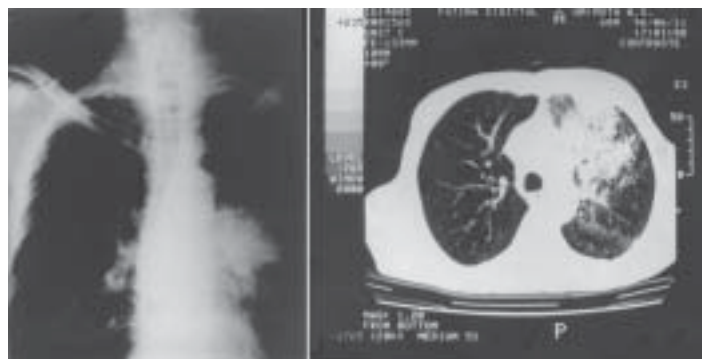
À esquerda, a radiografia de tórax mostra massa hilar esquerda em mulher fumante. A sugestão de carcinoma brônquico era muito forte. Entretanto, a TC (à direita) foi definitiva em apontar a natureza de preenchimento alveolar da lesão. Tratada com amoxicilina e amicacina, a lesão desapareceu em 14 dias. Diagnóstico: pneumonia bacteriana.
